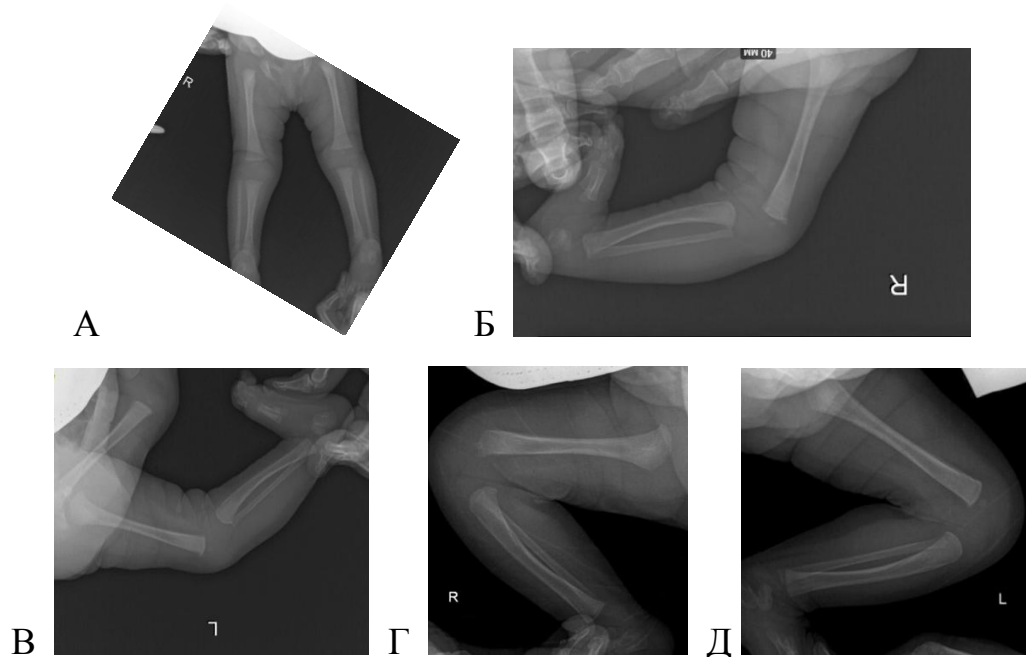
Результаты рентгенологического исследования пациентки Г., 2016 г.р.: А – рентгенограмма нижних конечностей в прямой проекции до лечения; Б – рентгенограмма правой нижней конечности в боковой проекции до лечения; В – рентгенограмма левой нижней конечности в боковой проекции до лечения; Г – рентгенограмма правой нижней конечности в боковой проекции после консервативного лечения по разработанной методике; Д – рентгенограмма левой нижней конечности в боковой проекции после консервативного лечения по разработанной методике
